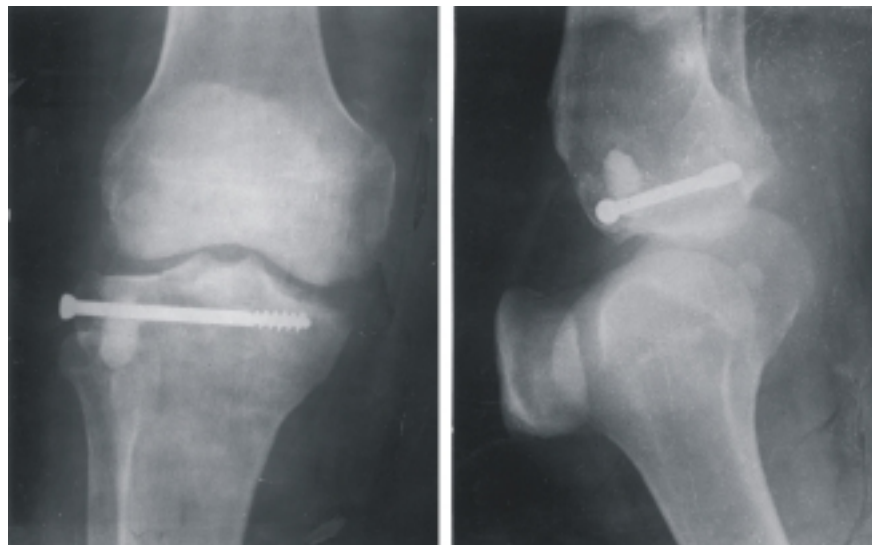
Radiografías en vista anteroposterior y lateral de rodilla donde se observa restauración de la meseta tibial externa mediante elevación quirúrgica de la zona deprimida y relleno de la cavidad resultante con un bloque de hidroxiapatita porosa HAP 200.
